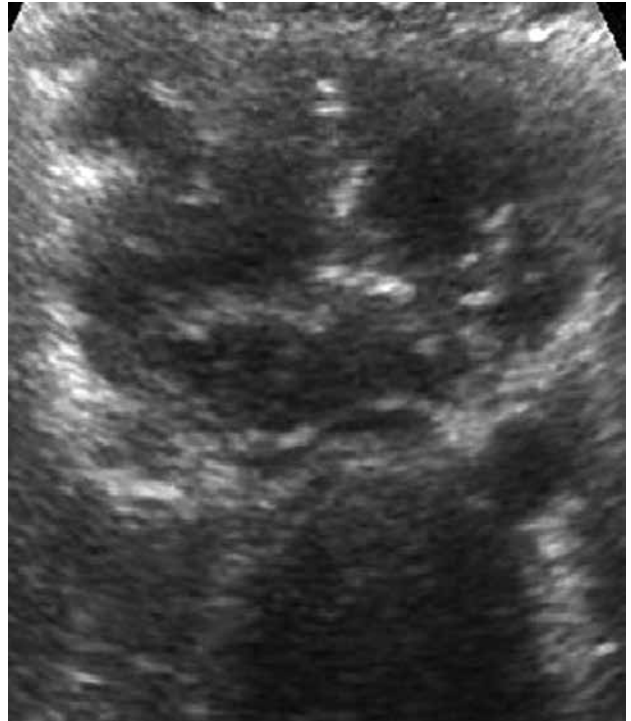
Ecografía abdominal de corte transversal en la que se observa una masa retroperitoneal con aspecto de pseudorriñón de tamaño significativo, en íntima relación con la cabeza del páncreas y las estructuras vasculares de la línea media abdominal
